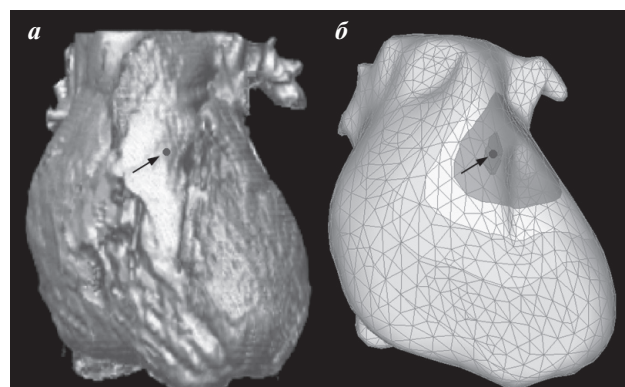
Топическая диагностика экстрасистолии из свободной стенки ВОПЖ: а - 3D томографическая реконструкция сердца; б - изохронная карта на полигональной 3D-модели сердца. Вид спереди. Стрелками указаны зоны ранней активации. Цветное изображение см. на вклейке.
